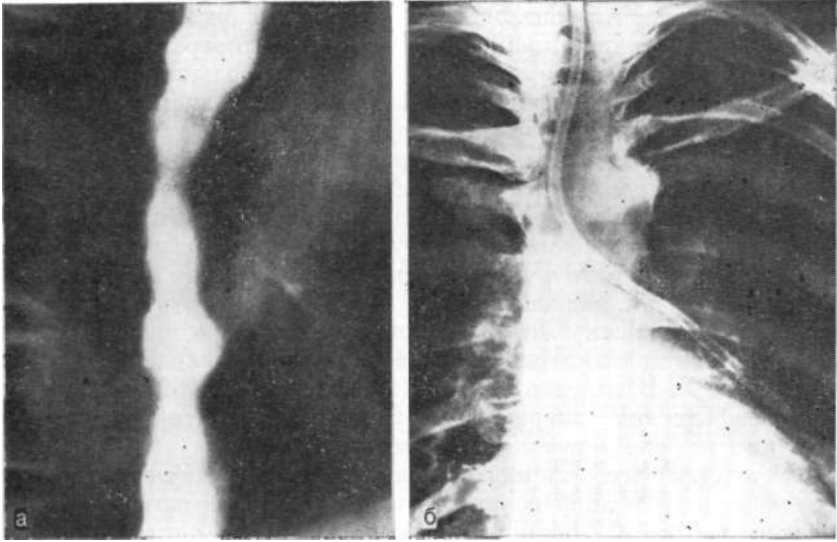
Рентгенограмма. Функциональная (транзиторная) деформация пищевода с ятрогенным осложнением.
